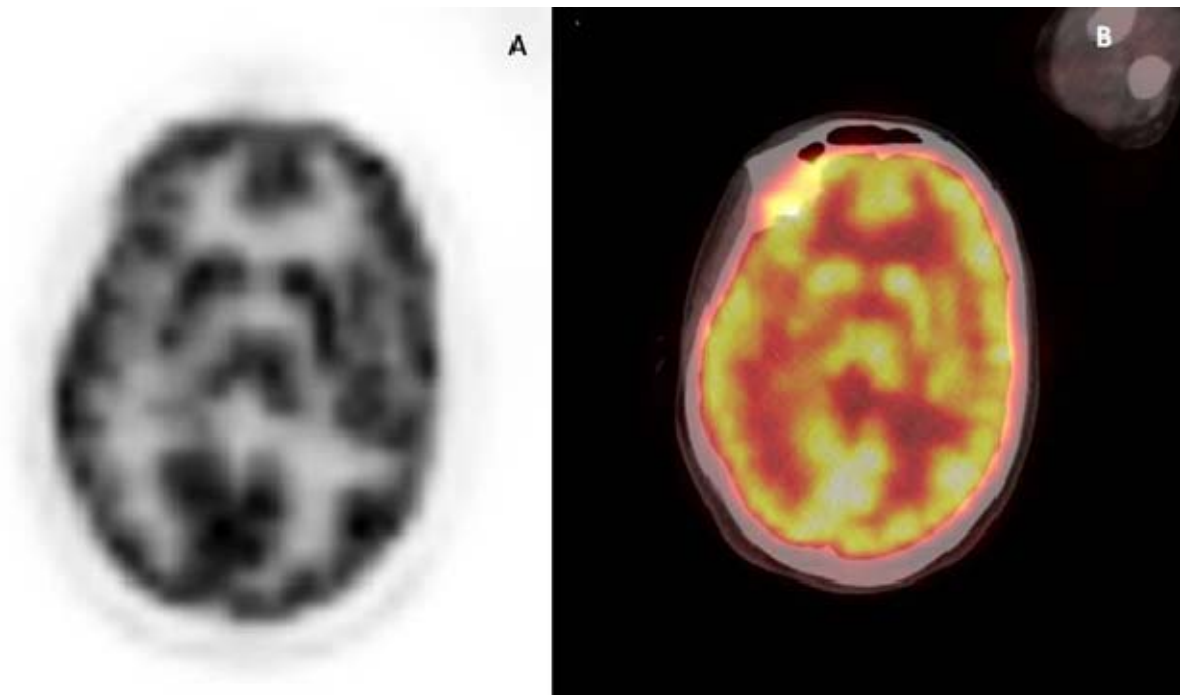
TEP au 18-FDG initiale (TEP seule à gauche et image de fusion TEP/ TDM centrée sur le cerveau en coupe axiale à droite) montrant une captation normale de l'analogie du glucose sur le cortex cérébral et les noyaux gris centraux.
